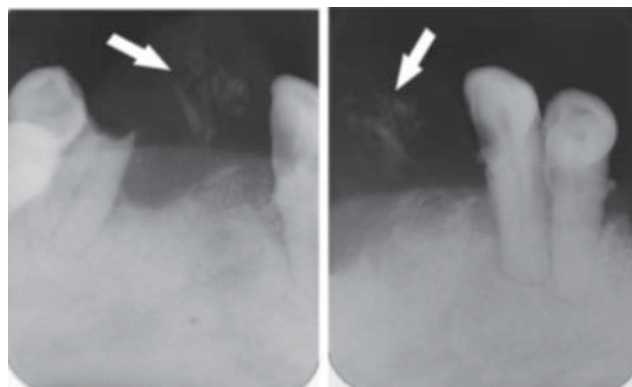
Exame radiográfico periapical da região da lesão
